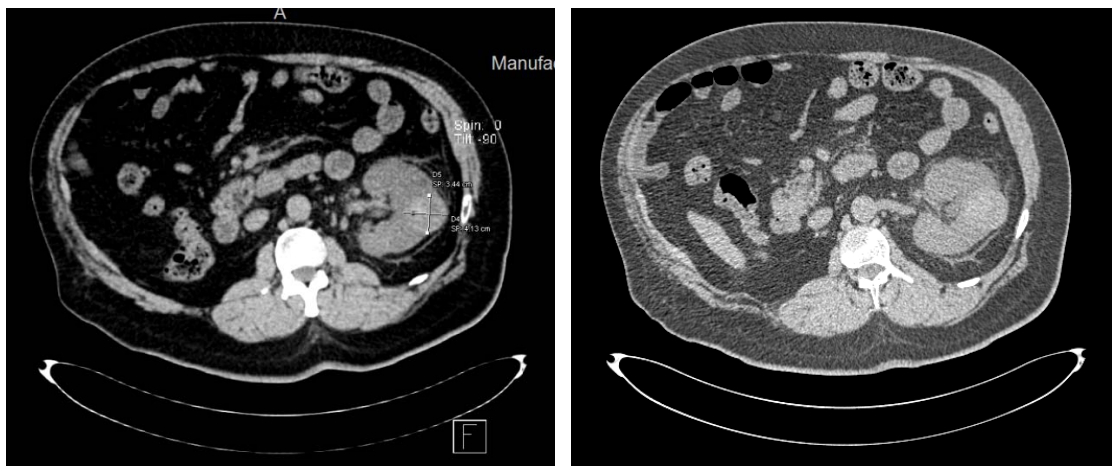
TDM abdominale montrant une image lésionnelle polaire supérieure arrondie, de contours réguliers, spontanément isodense mesurant 42 x 34 x 32 mm
